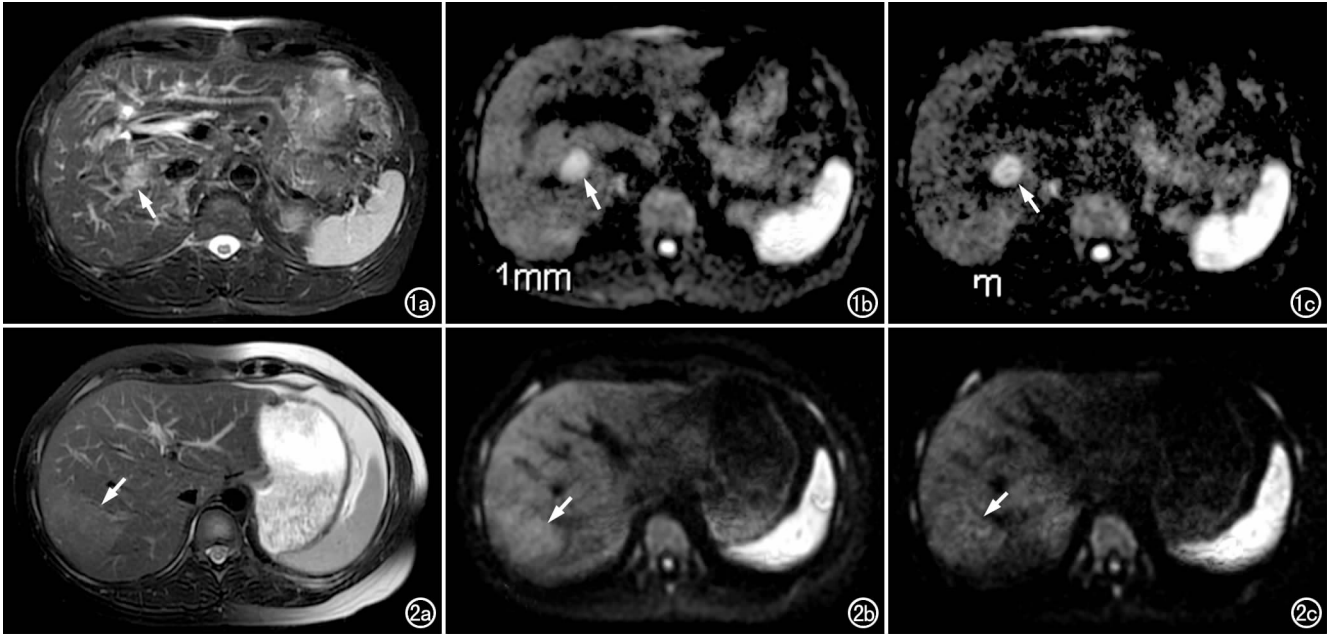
肝右叶肝癌。a) T₂WI 示肝右叶病灶呈稍高信号(箭); b) b 值为 500 s/mm² DWI 示病灶呈高信号(箭),R₅₀₀ = 2.39; c) b 值为 800 s/mm² DWI 示病灶呈显著高信号(箭),R₈₀₀ = 3.10, $\Delta R = 0.71$ 。图 2 肝局灶性结节增生。a) T₂WI 示肝右叶病灶呈等信号(箭); b) b = 500 s/mm² DWI 示病灶呈稍高信号(箭),R₅₀₀ = 0.96; c) b = 800 s/mm² DWI 示病灶呈稍高信号(箭),R₈₀₀ = 0.91, $\Delta R = -0.05$ 。
